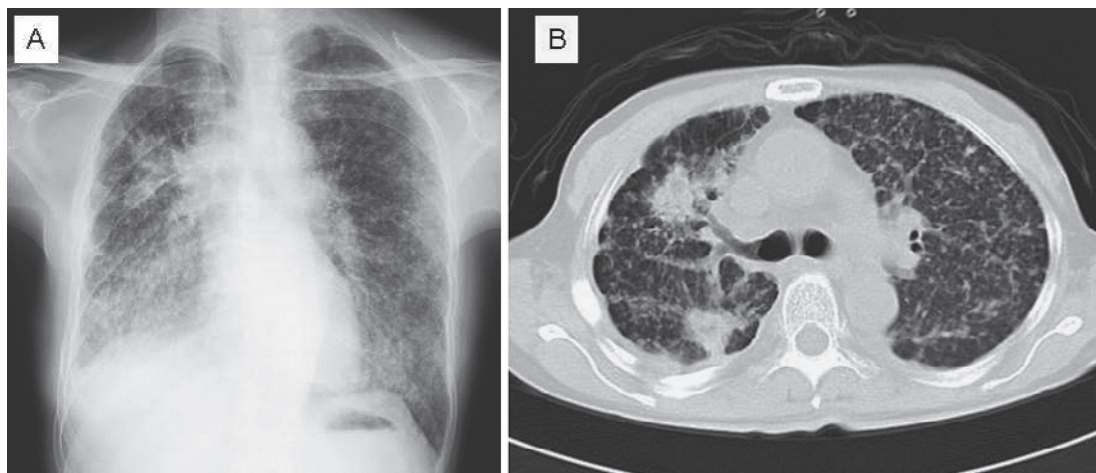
A: Chest X-ray film on admission. B: Chest computed tomography on admission.
